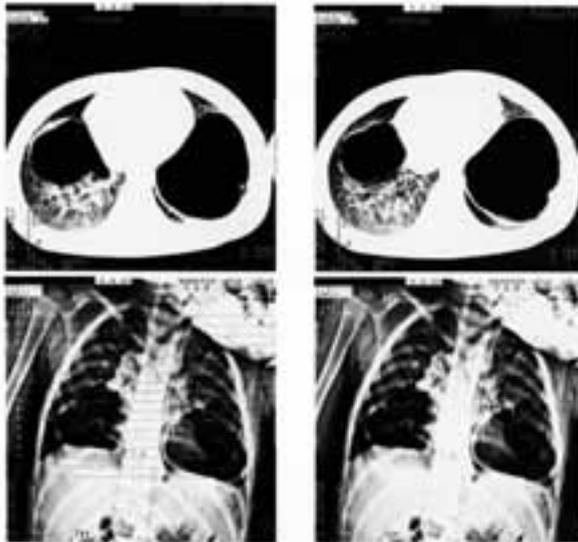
CT /a.p./ Schnitte
